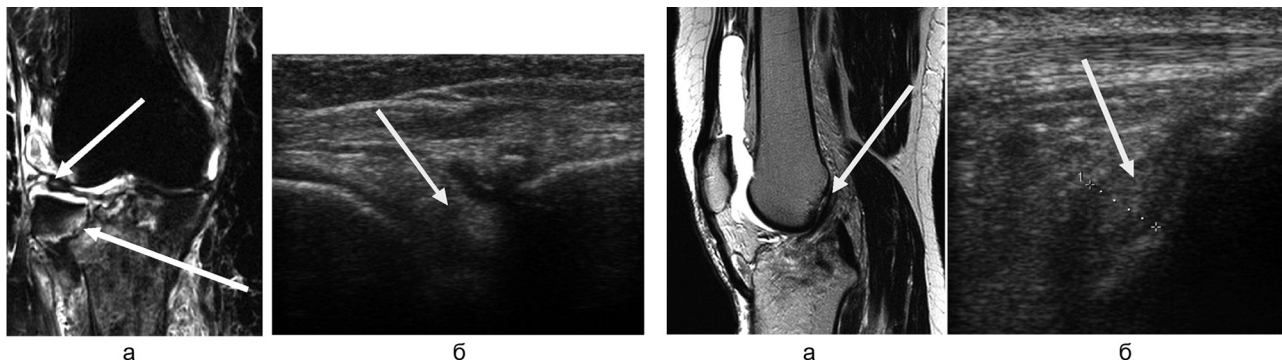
а – МР-томограмма (Т1-ВИ) правого коленного сустава в коронарной плоскости, выполненная за один день до оперативного лечения; визуализируется неровный костный контур наружного мыщелка большеберцовой кости, участок повышенного МР-сигнала в структуре наружного мениска; б – эхограмма правого коленного сустава, продольная плоскость; визуализируется неровный, деформированный костный контур большеберцовой кости, неоднородный с признаками повреждения наружный мениск правого коленного сустава
